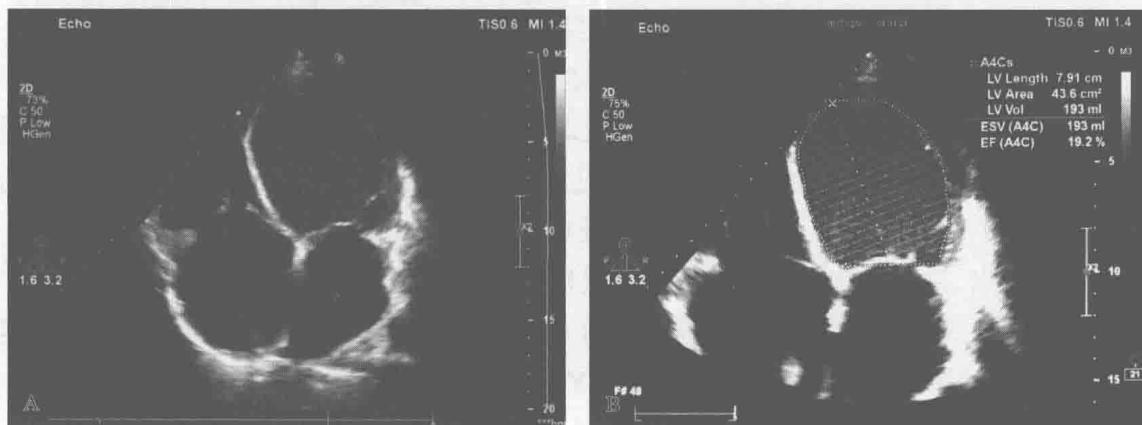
心脏超声提示全心扩大、室壁变薄，射血分数下降，呈现扩张型心肌病样改变
